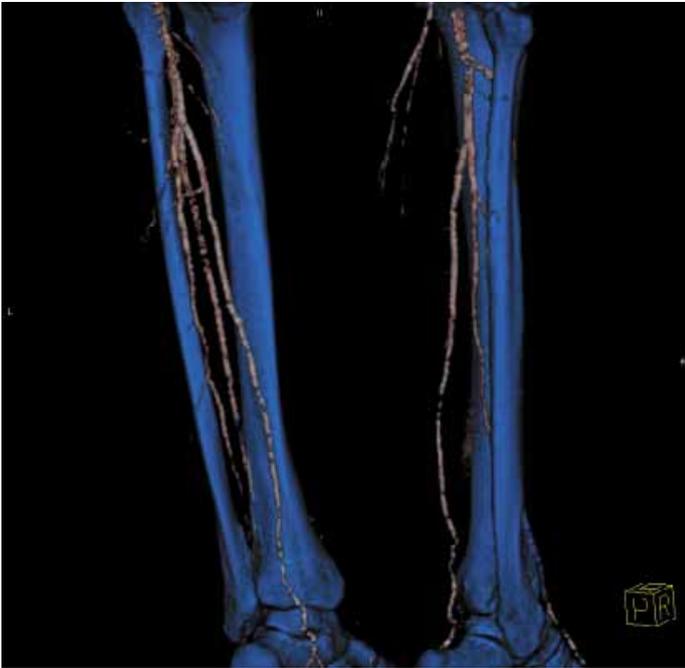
Выраженный протяженный кальциноз тибиальных артерий у пациента с терминальной стадией ХБП на мультиспиральной компьютерной томограмме.
